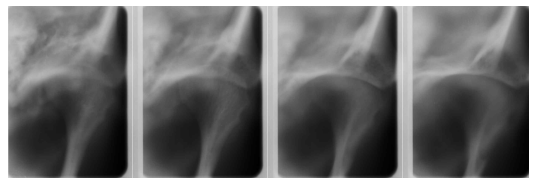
Frontal tomography
